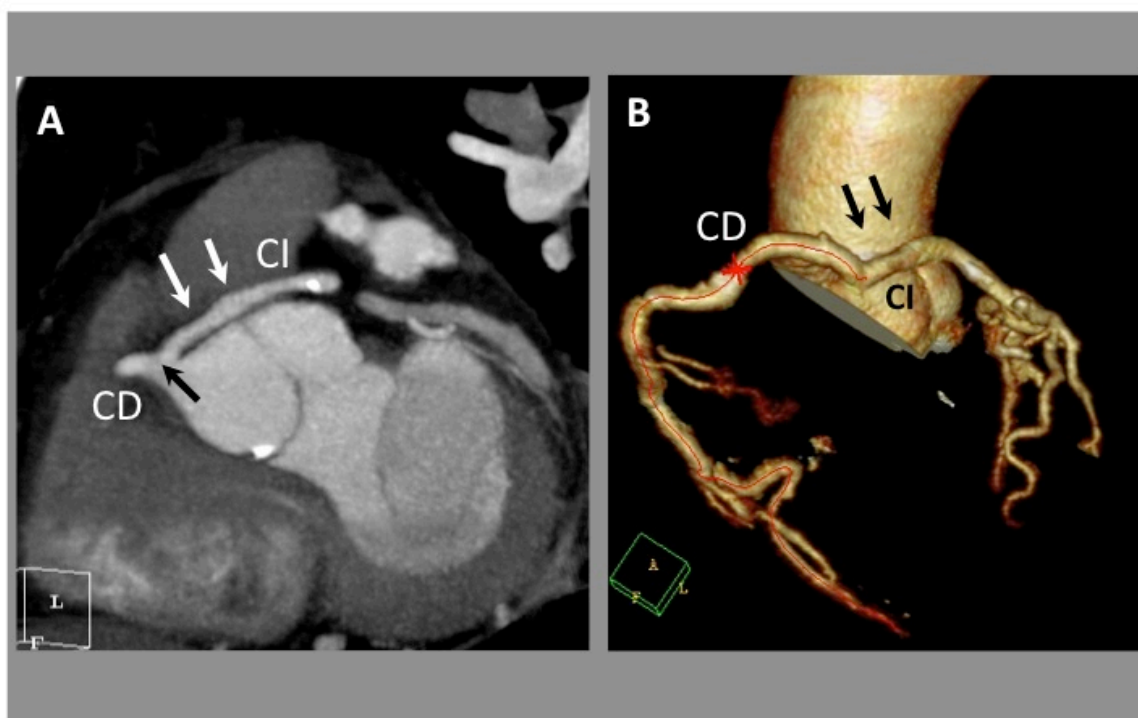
Angio TAC coronario, Coronaria Única con trayecto interarterial, caso 6. A.- Reconstrucción MIP. Origen anómalo de todo el árbol coronario desde un único ostium en Seno de Valsalva derecho (flecha negra), que sigue un trayecto interarterial (flechas blancas), hasta alcanzar el ventrículo izquierdo. B.- Reconstrucción 3D. Las flechas negras señalan el recorrido anómalo de la CI, desde el seno de Valsalva derecho. CI: Coronaria izda. CD: Coronaria derecha.
